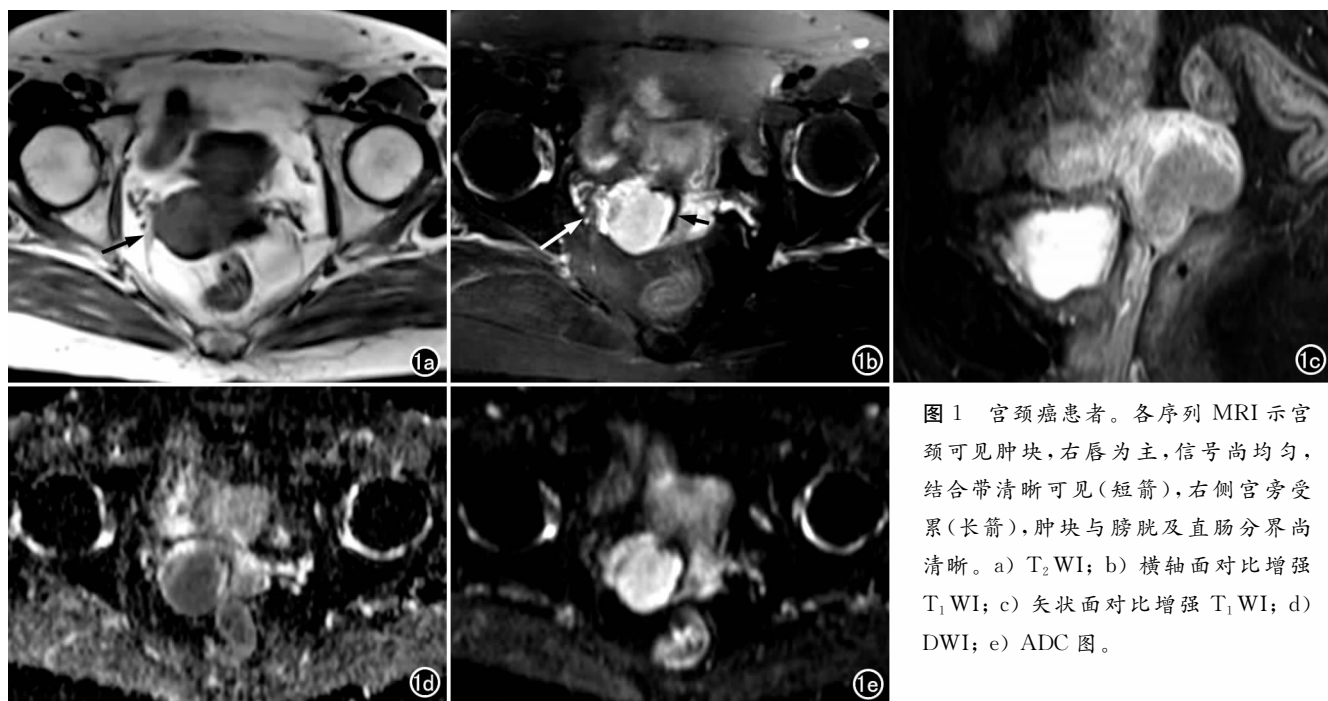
宫颈癌患者。各序列 MRI 示宫颈可见肿块,右唇为主,信号尚均匀,结合带清晰可见(短箭),右侧宫旁受累(长箭),肿块与膀胱及直肠分界尚清晰。a) T_2 WI; b) 横轴面对比增强 T_1 WI; c) 矢状面对比增强 T_1 WI; d) DWI; e) ADC 图。
